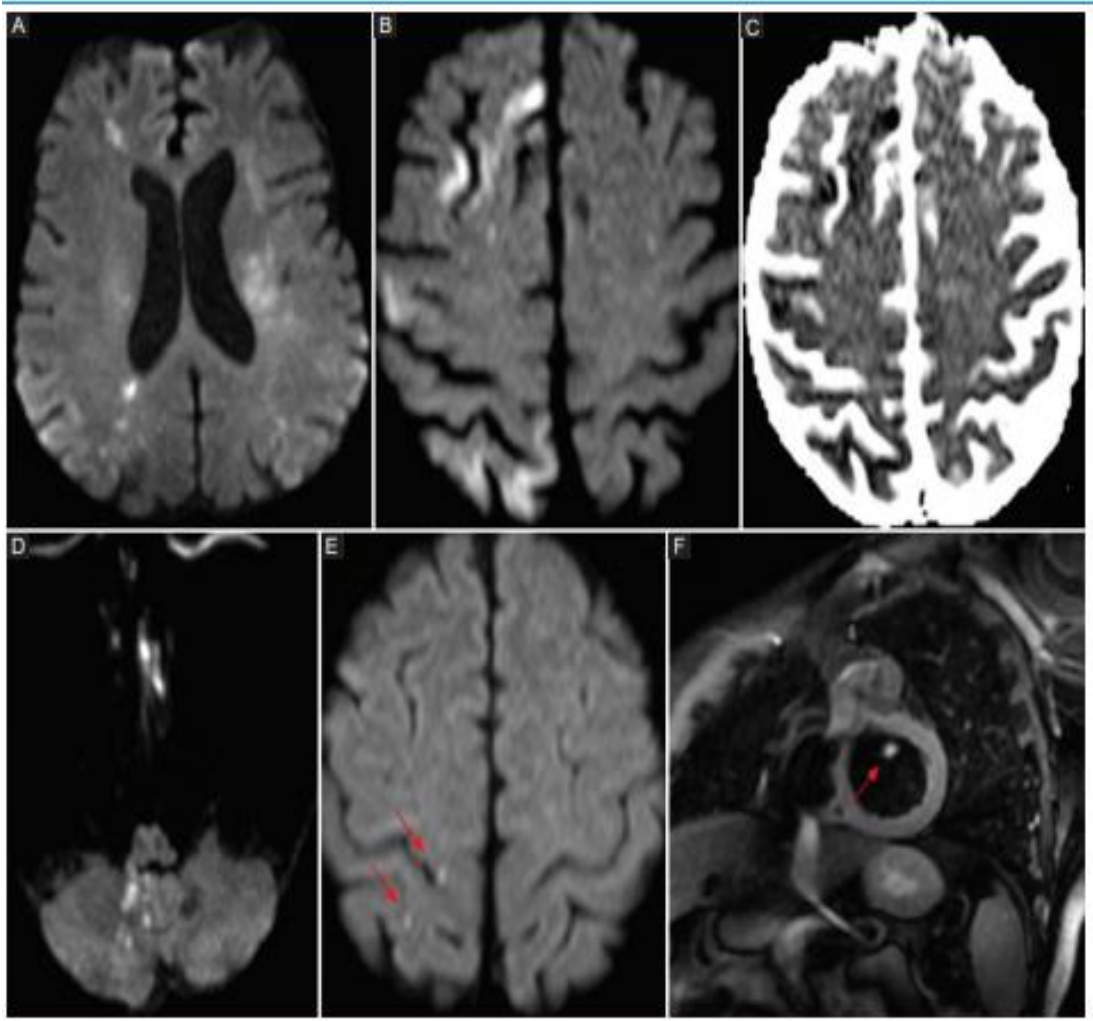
Lesiones embólicas. (A, B) Secuencia de DWI donde se observan múltiples lesiones isquémicas afectando áreas corticales y territorios frontera en ambos hemisferios cerebrales. (C) Mapa de ADC. (D) Pueden observarse también a nivel infratentorial involucrando el cerebelo. El patrón lesional es sugestivo de etiología embólica. Otro paciente con lesiones de origen cardioembólico. (E) Secuencia DWI donde se observan dos pequeños focos hiperintensos pre y posrolándico derechos (doble flechas). (F) RM cardíaca que objetiva lesión valvular responsable de las lesiones (fibroelastoma-flecha)
